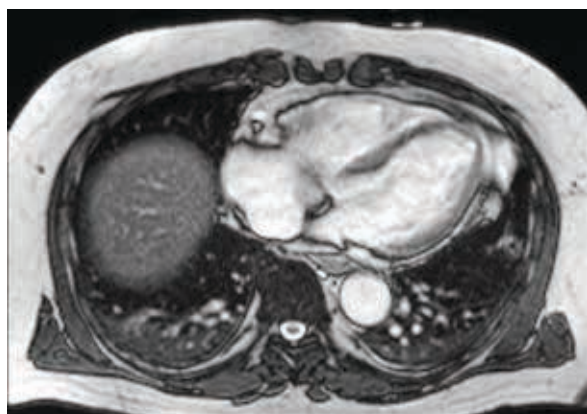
Фрагмент МРТ сердца пациента С.
